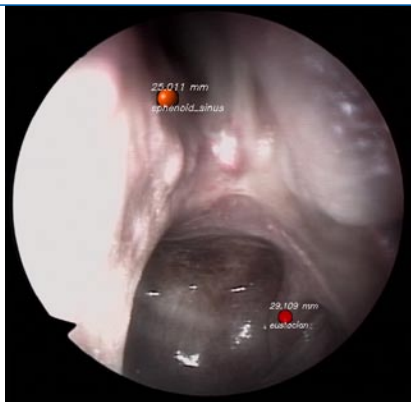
▲ Einspielung von am CT definierten Informationen wie dem Eingang zum Sinus sphenoidalis oder der Eustachio-Röhre mit Distanzmessung („augmented reality“)
